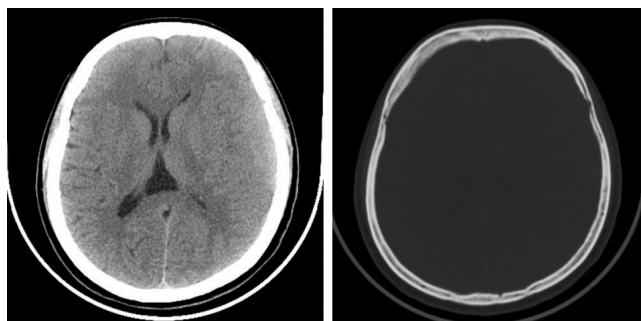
The patient is a 47-year-old woman. CT scan showed isodensity mass shadows in the left frontotemporal region, with unclear boundaries and lytic bone destruction in adjacent bones
